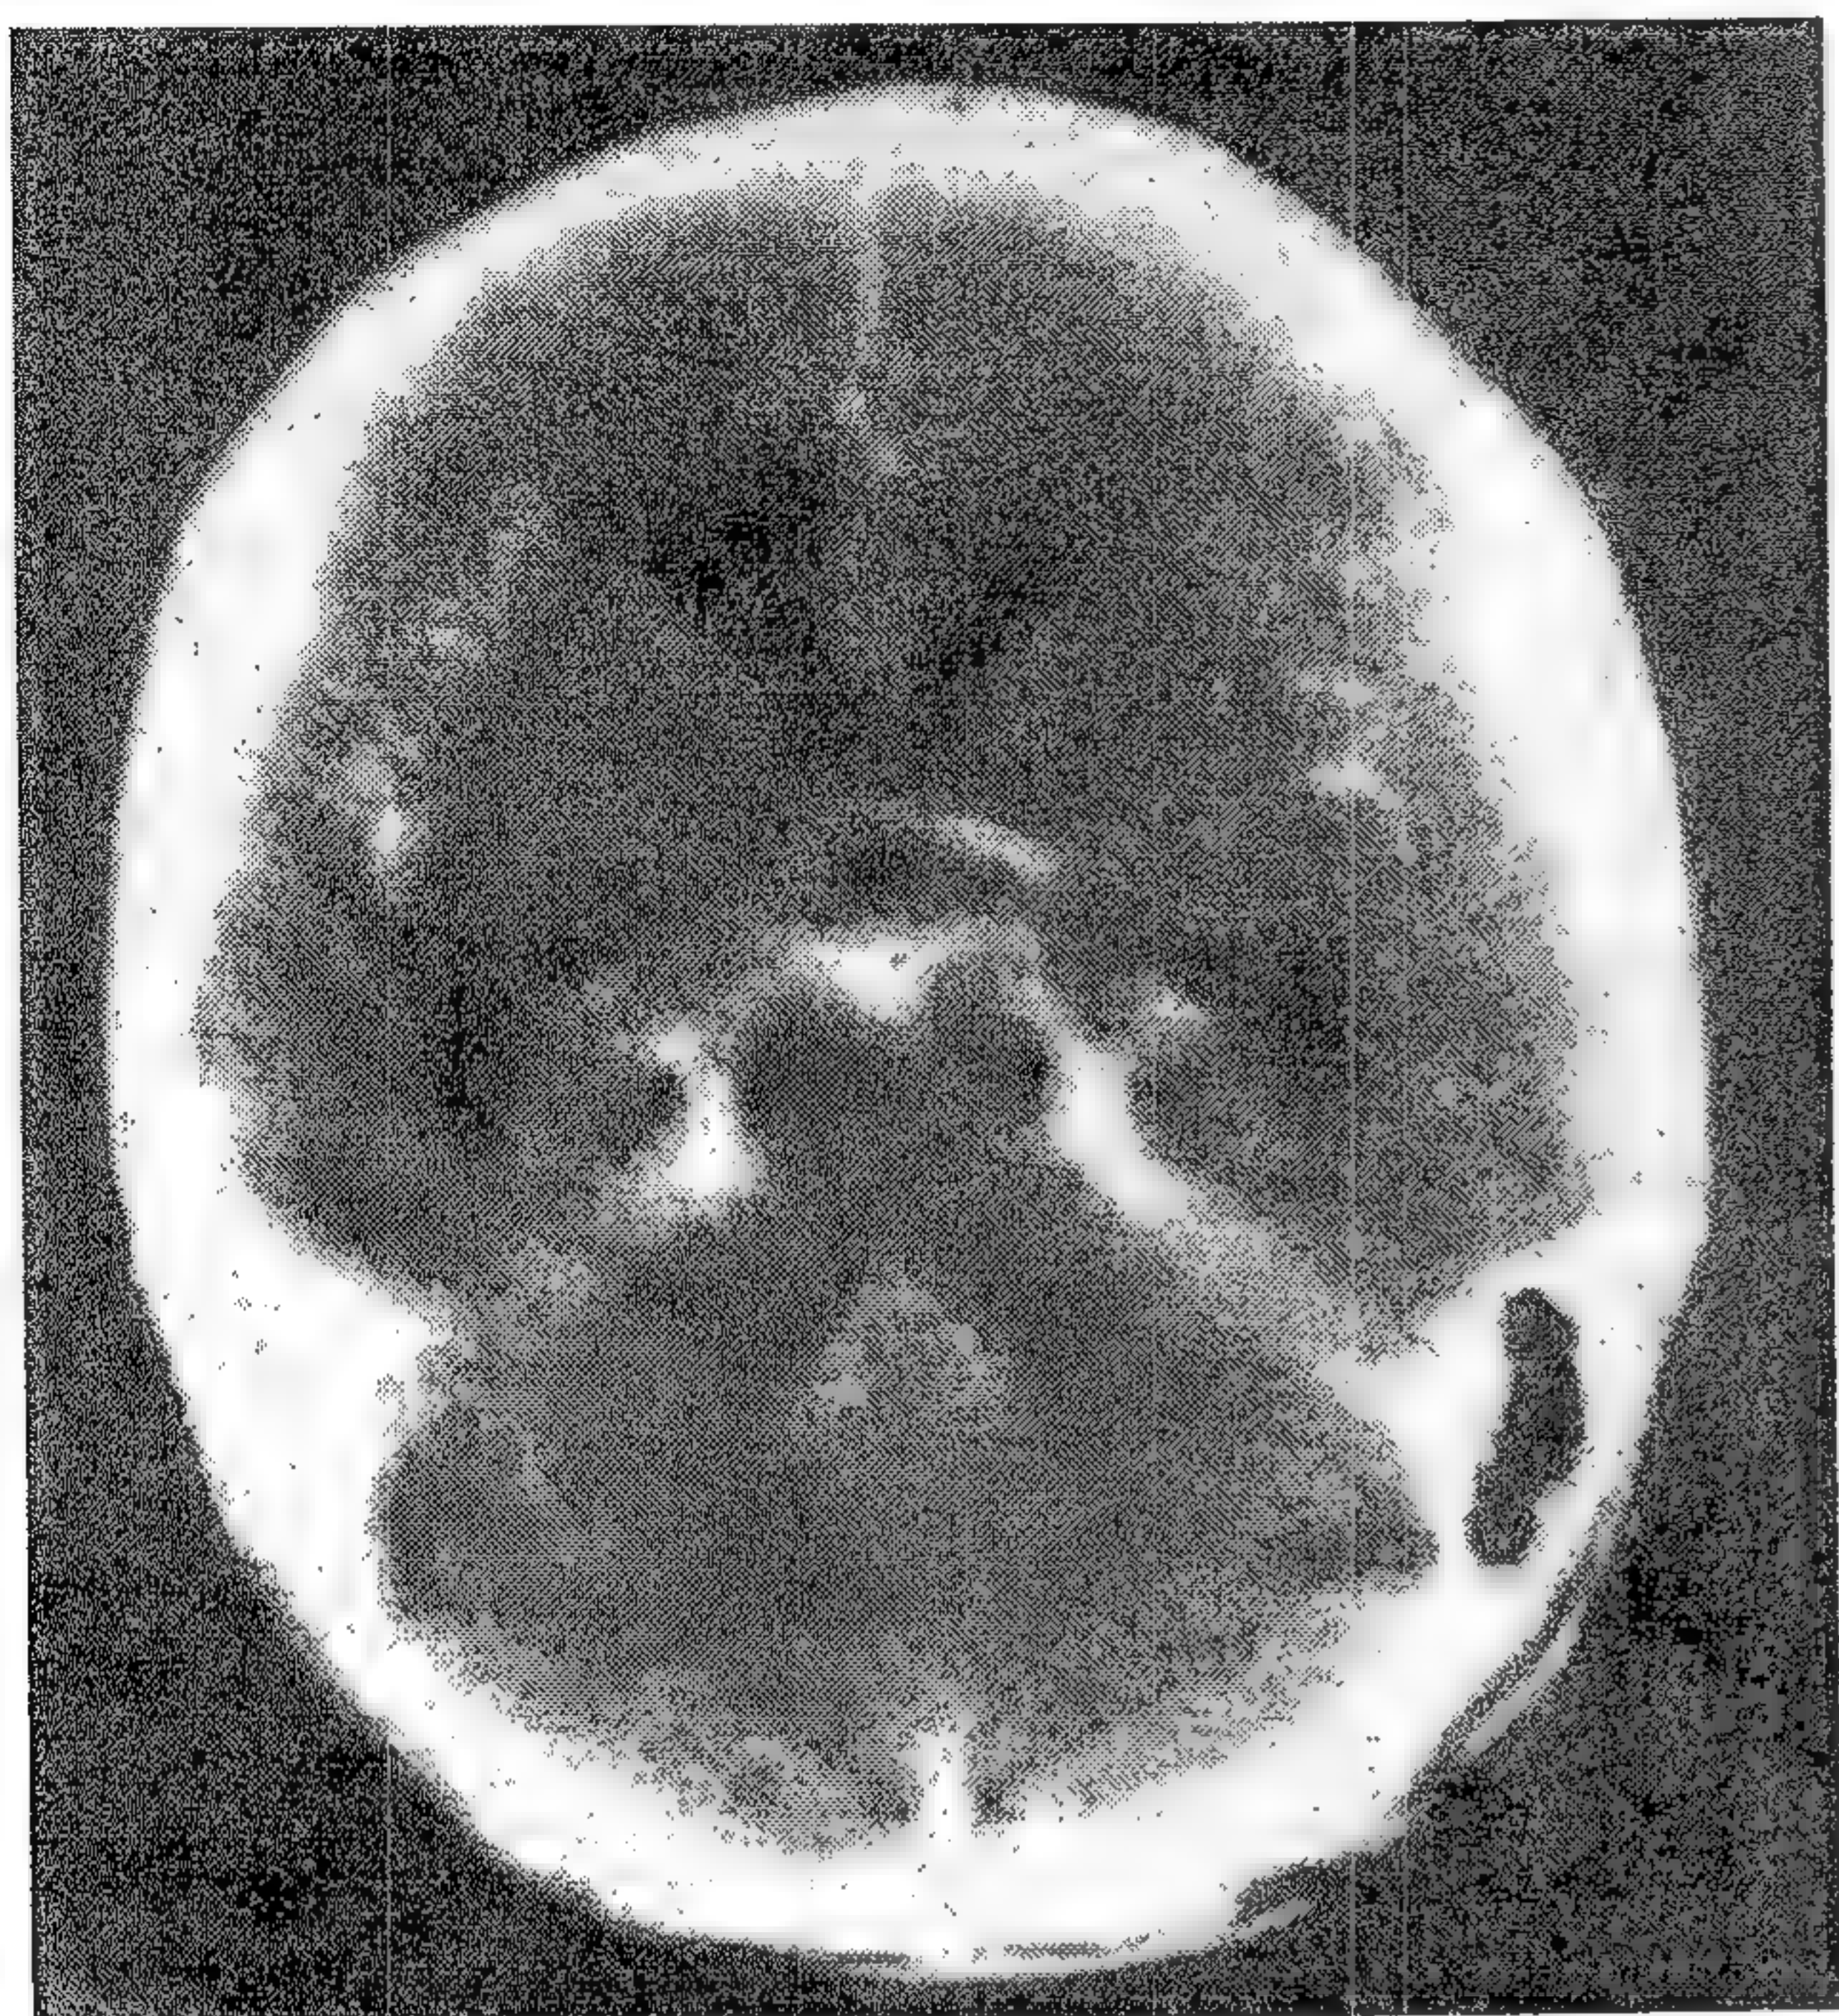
CT craniană cu contrast care arată exsudat bazal gros și hidrocefalic. (Copyright Prida Phuapradit).
